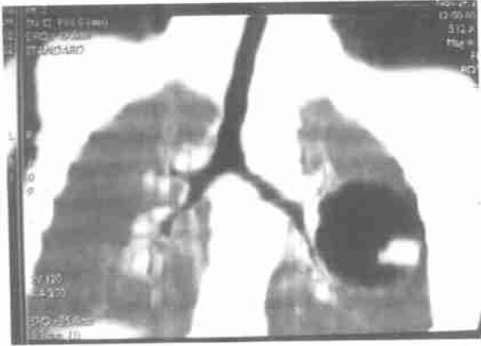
肺母细胞瘤胸部CT最小密度投影显示左下肺一囊实性肿块
